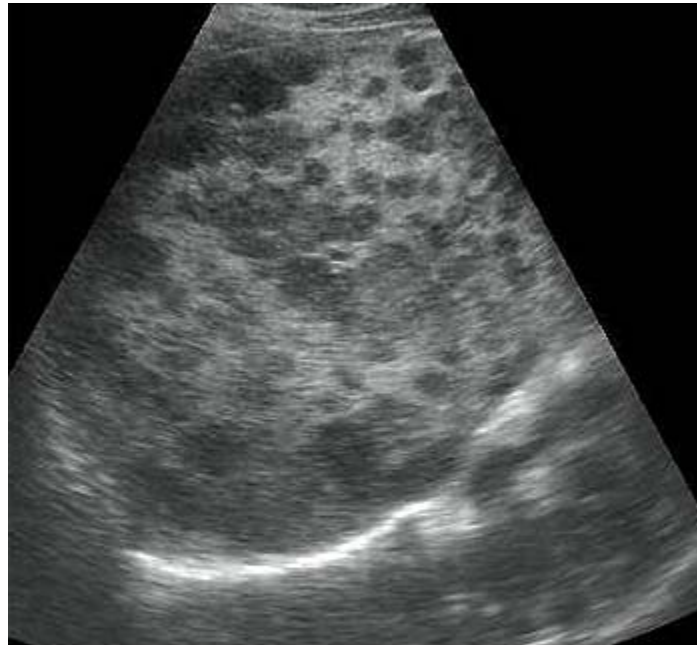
Examen ultrasonográfico del lóbulo derecho del hígado. Se visualizan múltiples lesiones nodulares hipoecogénicas hepáticas, con el aspecto de metástasis de un linfoma.
